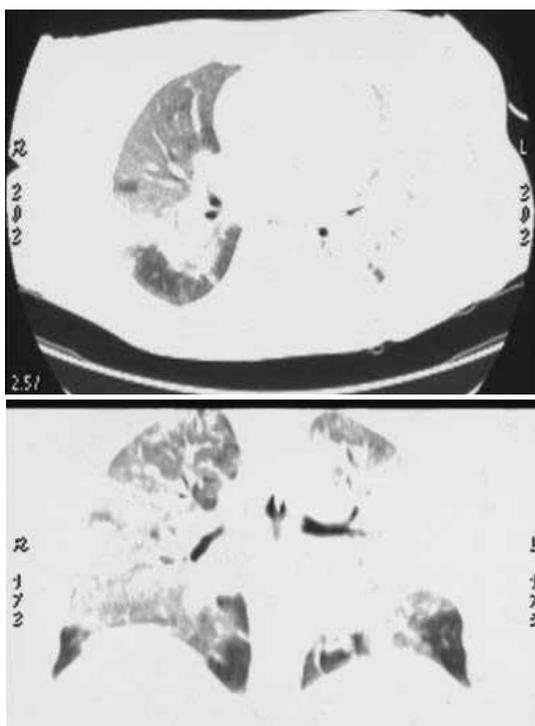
КТ (26.10.2009 г.) – диффузные интерстициальные изменения правого и левого легких
